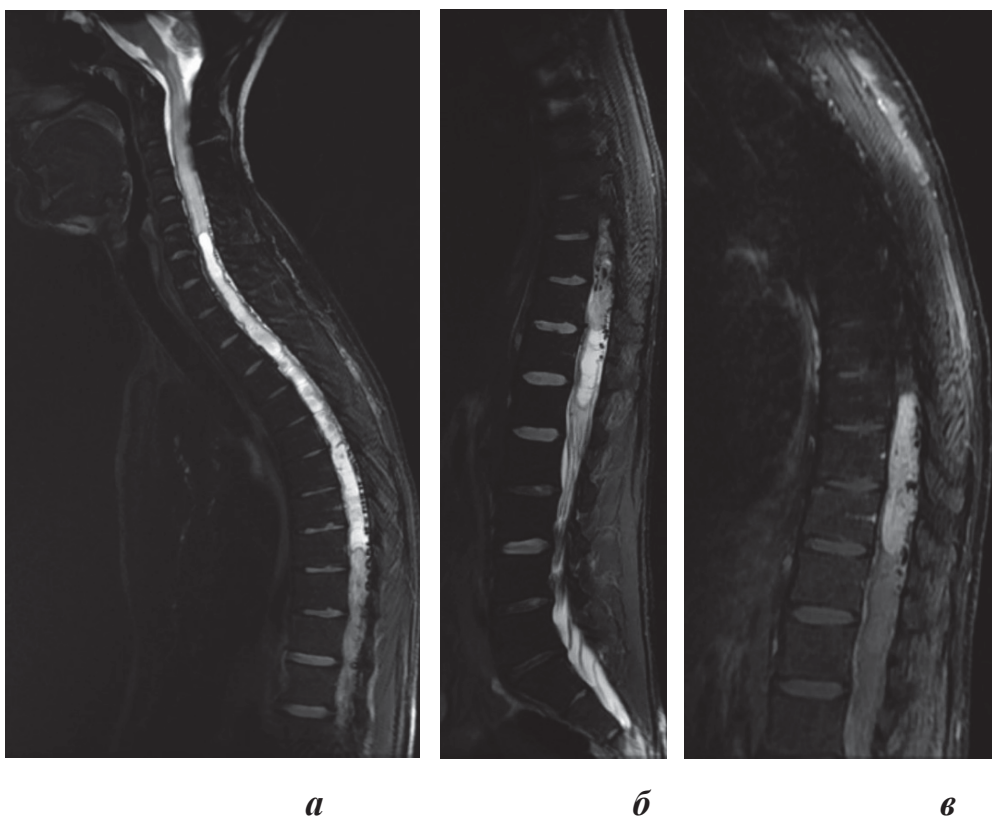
МРТ-исследование пациента с интрамедуллярной гемангиобластомой на уровне позвонков Th9–Th11: *а* – в режиме T2 визуализируется сирингомиелитическая киста на уровне позвонков С6–Th9; *б* – в режиме T2 визуализируется сирингомиелитическая киста на уровне позвонков Th12–L1; *в* – в режиме T1 с контрастным усилением определяется интрамедуллярная опухоль с активным накоплением контрастного вещества
